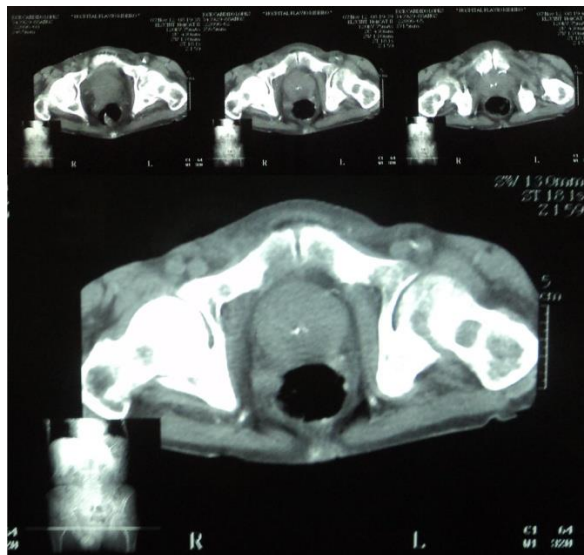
Tomografia computadorizada revelando hipertrofia prostática com aumento da densidade óssea da pelve
